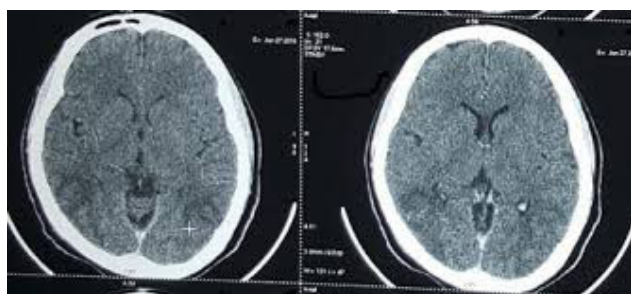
Tomodensitométrie cérébrale après injection du produit de contraste avec lésions hypodenses pariéto-occipitales/ Cerebral computed tomography after injection of contrast product with hypodense parieto-occipital lesions
